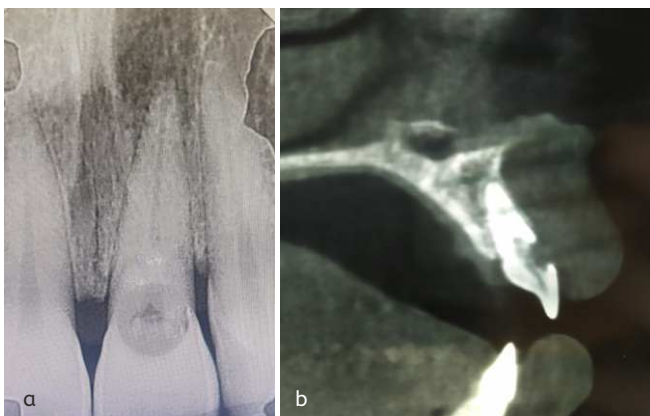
(a) Radiographie rétro alvéolaire préopératoire, (b) CBCT préopératoire
